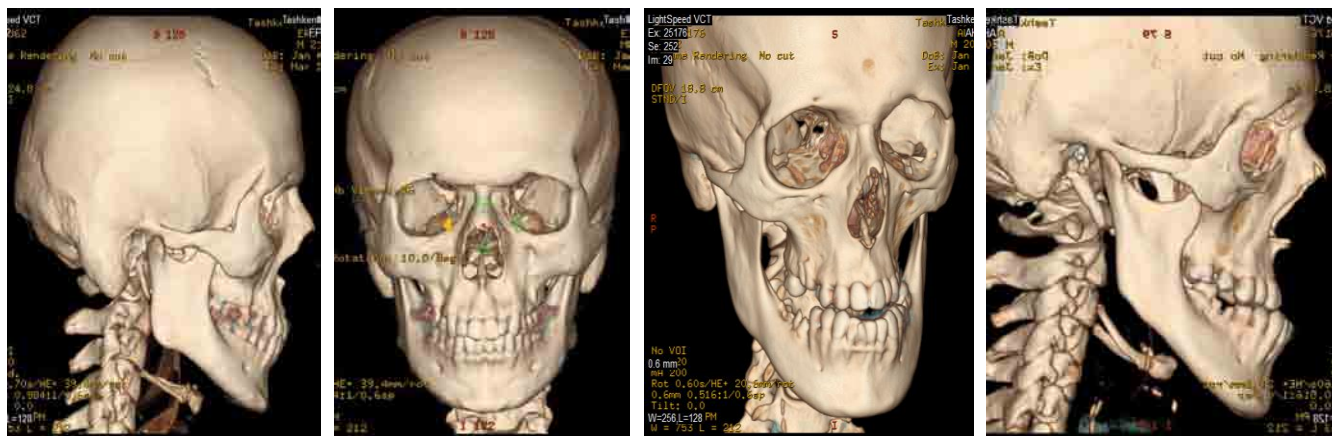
МСКТ с 3D реконструкцией до и после хирургического лечения
